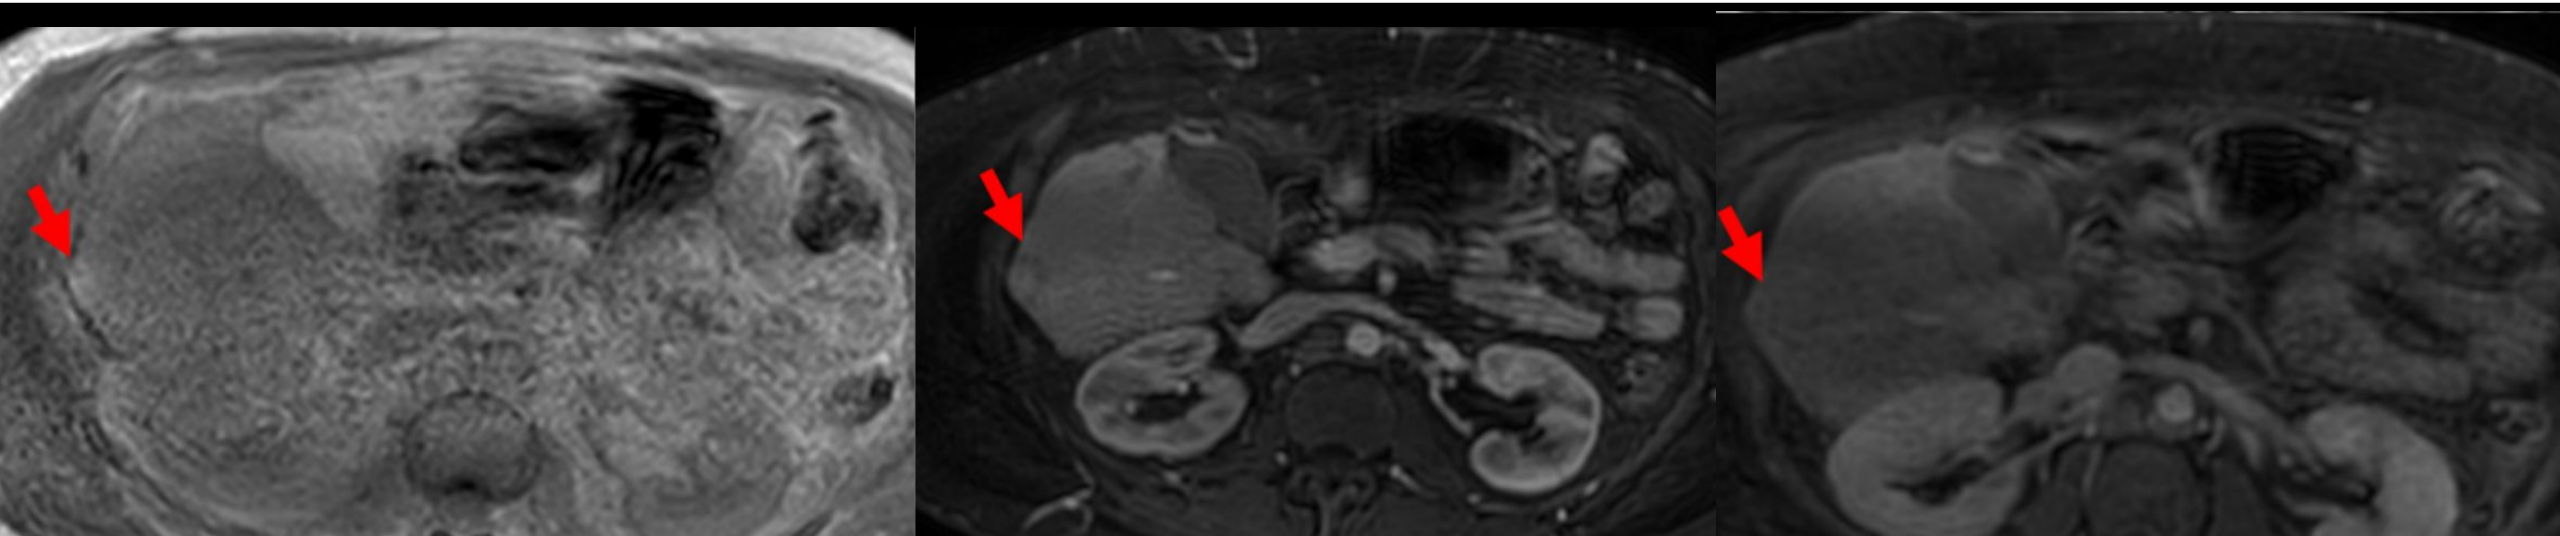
Categoría LR-2: lesión probablemente benigna. Nódulo cirrótico en el lóbulo hepático derecho. RM en secuencia T1 (izquierda) que muestra nódulo ligeramente hiperintenso, con contraste en fase arterial (centro) con captación del nódulo y en fase venosa (derecha) que no muestra lavado.
